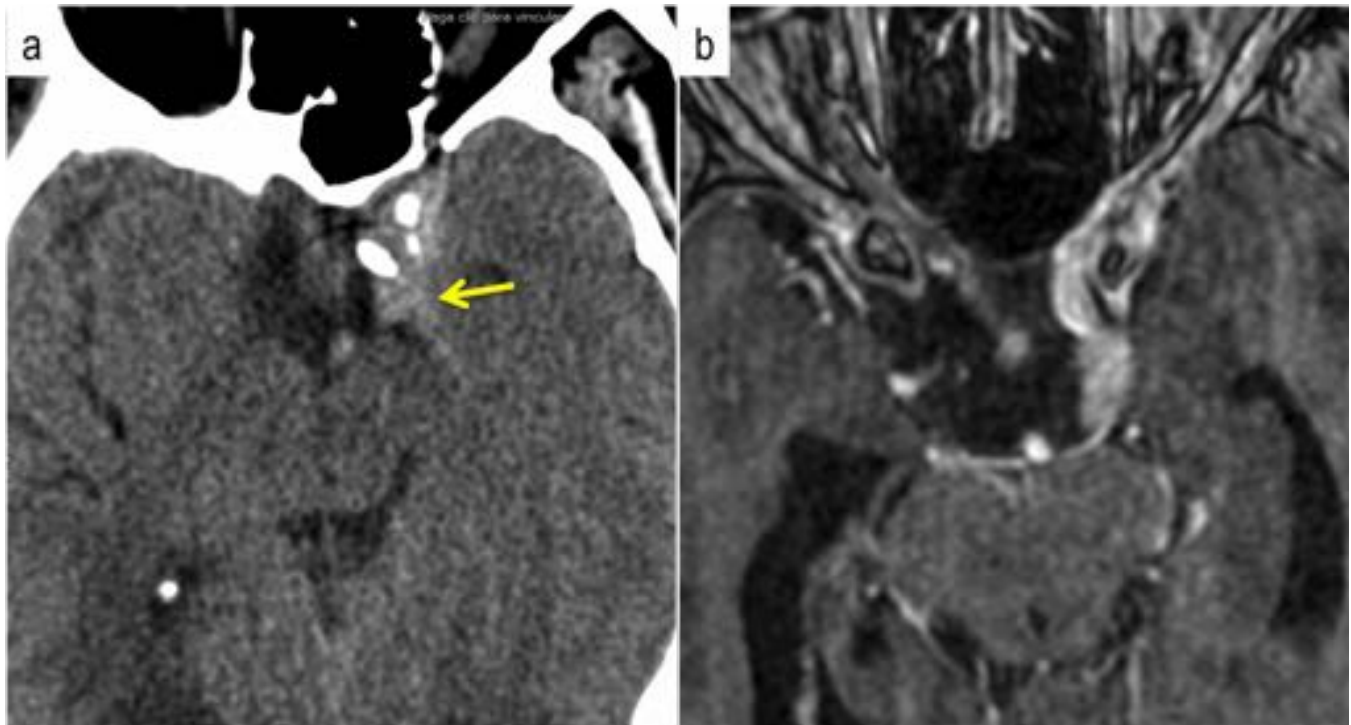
53 años con linfoma de células claras conocido, parálisis del tercer par izquierdo y debilidad del r izquierdo. Pequeño nódulo hiperdenso en cavum trigeminal (flecha amarilla) en CT sin contraste (a). Rea (b). La lesión se corresponde con linfoma metastásico meningeo.
